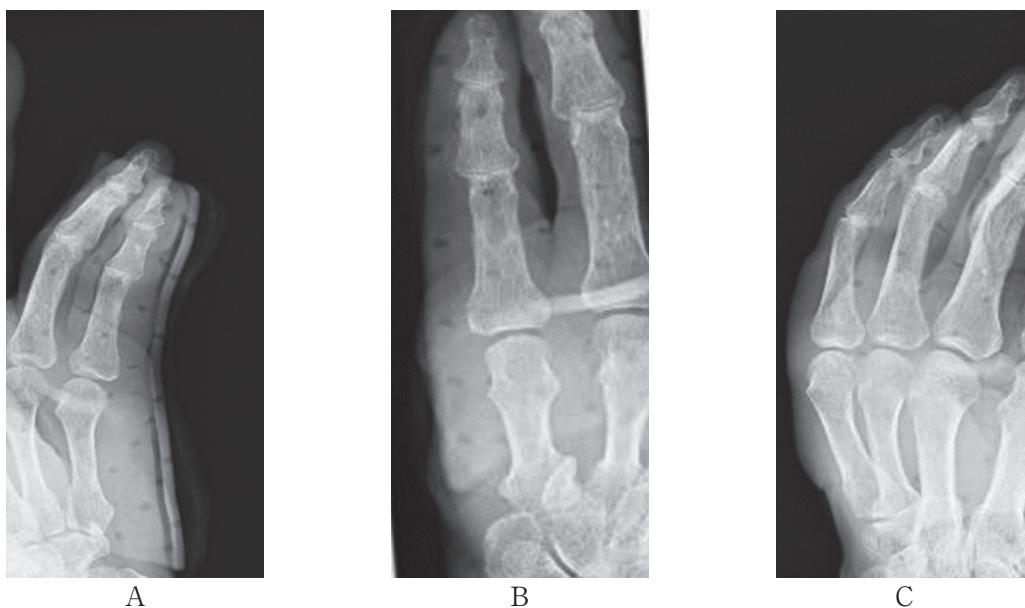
症例2 整復後単純X線像. 正面 (A,B), 斜位 (C)
